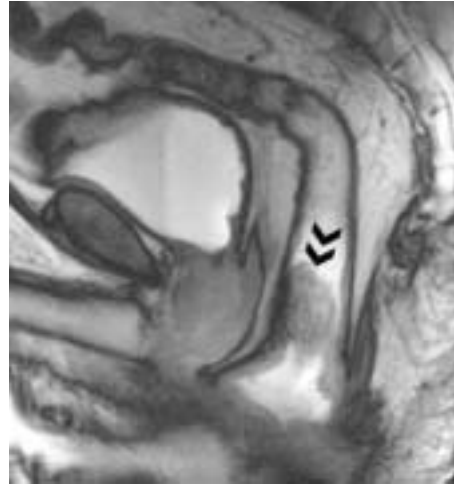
Colitis cystica profunda. IRM, séquence dynamique en poussée. Descente de la lésion jusqu'au plancher pelvien (doubles flèches).
